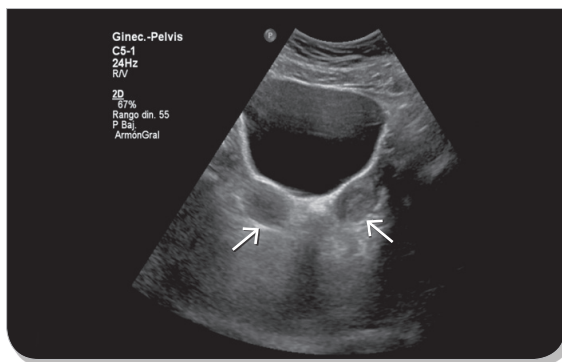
Ecografía ginecológica transabdominal. En corte transversal se observa, a nivel retrovesical, 2 cuerpos uterinos a nivel del fondo de estos.
